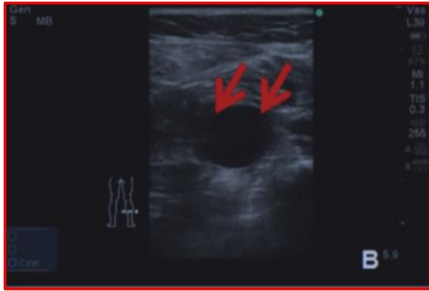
(b): Ecografía de la vena dilatada del sóleo, mostrando misma opacidad, pero en plano transverso. Elaboración propia a partir de Yao Yao et al 2018 (10).
